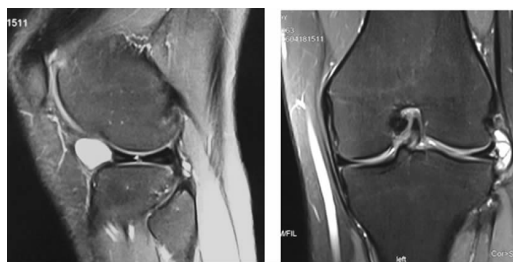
术前 MRI 示外侧半月板损伤及外侧半月板囊肿
